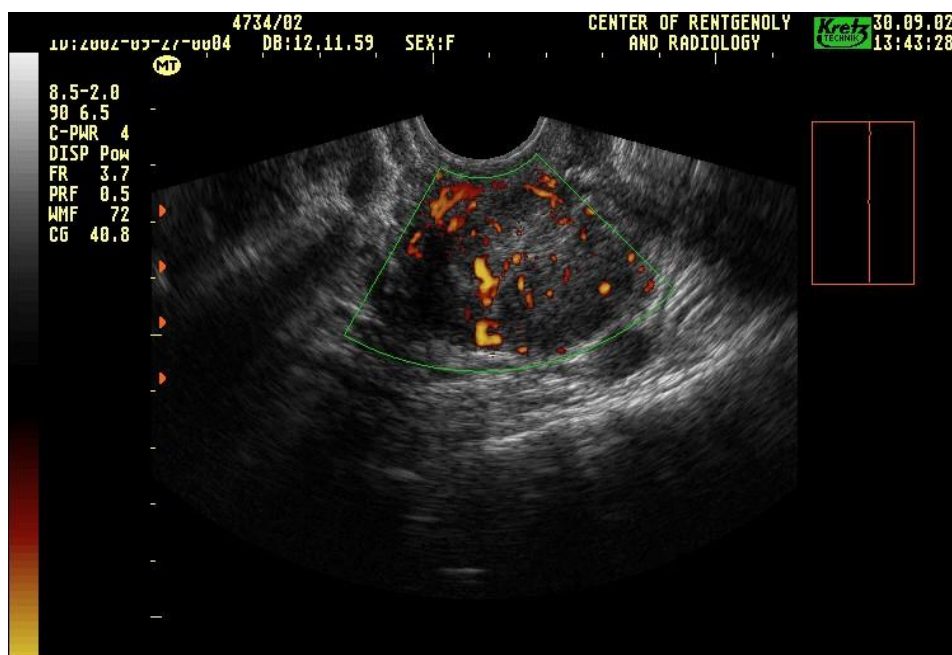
УЗИ малого таза (доплерограмма) больной РШМ стадии ПА2 в режиме ЭДК
